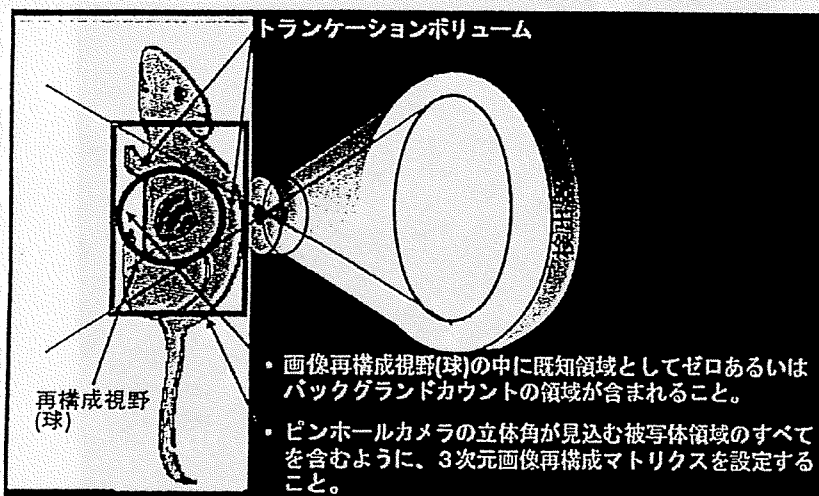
ピンホールSPECTの3次元画像再構成において、トランケーションがあっても視野内は正確な画像を得るための再構成条件
